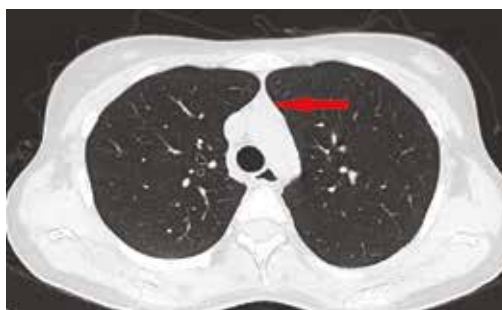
МСКТ. ГИПЕРПАЗИЯ ВИЛОЧКОВОЙ ЖЕЛЕЗЫ (УКАЗАНА СТРЕЛКОЙ)
